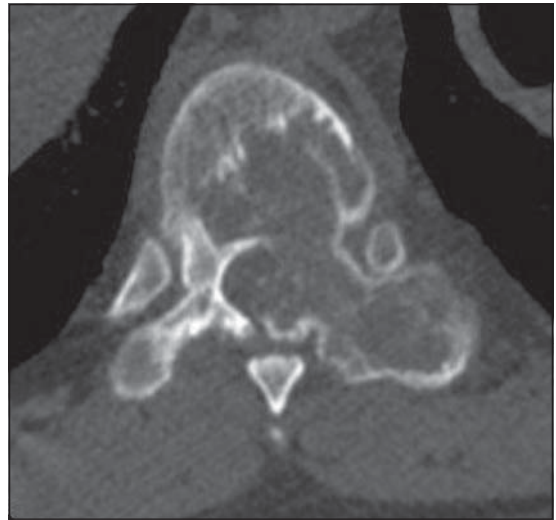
TAC de columna toracolumbar se observa lesión osteolítica, expansiva que compromete elementos posteriores, pedículo y cuerpo vertebral a izquierda de T9.
